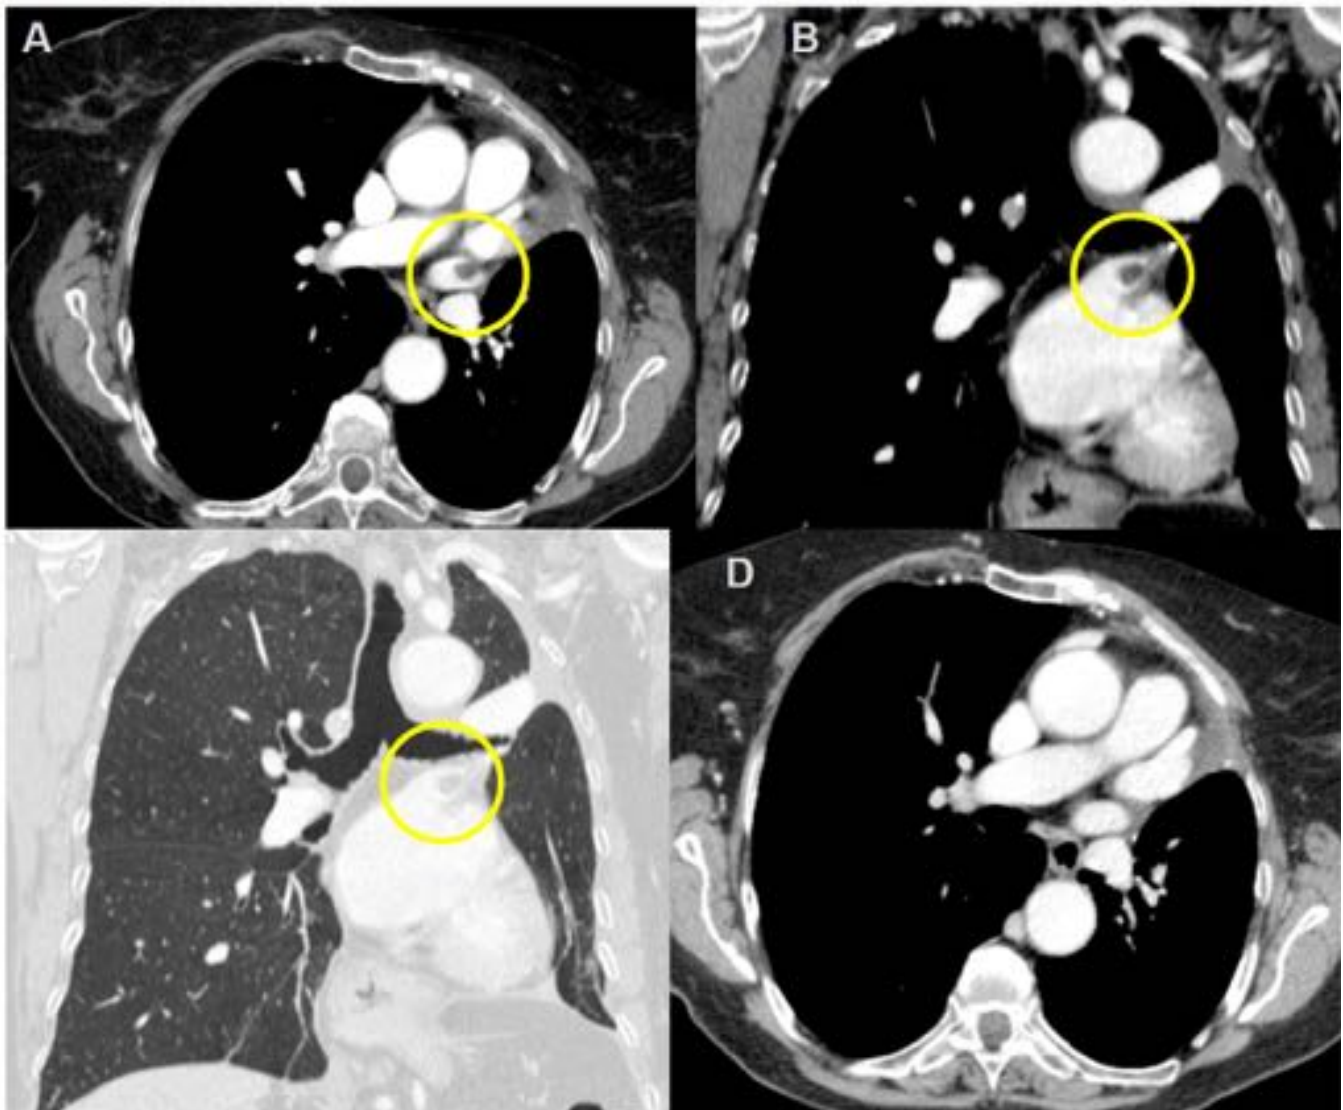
Paciente de 85 años con antecedente de NSCLC estadio IB tratado mediante lobectomía superior izquierda. La TVP (círculo) apareció en un TC control 4 meses después de la cirugía pero no se informó hasta el control siguiente, 7 meses más tarde. AngioTC A) corte axial B) reconstrucción coronal; C) reconstrucción con filtro pulmonar. Se administró HBPM, observando resolución del trombo en el TC de control realizado a los 3 meses (D).
